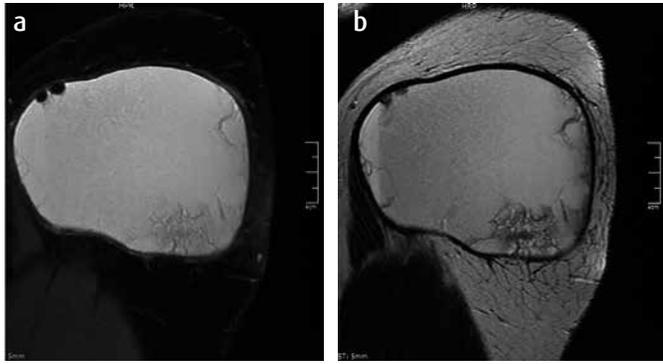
a y b) RMN T2 FSE Fat y supresión grasa. Sat sagital. Colección entre tejido celular subcutáneo y fascia en cadera izquierda. Muestra la cápsula de espesor variable, en su interior se evidencia líquido adyacente a esta. Además, glóbulos de grasa con señal suprimida localizados en la región no dependiente de la colección.
